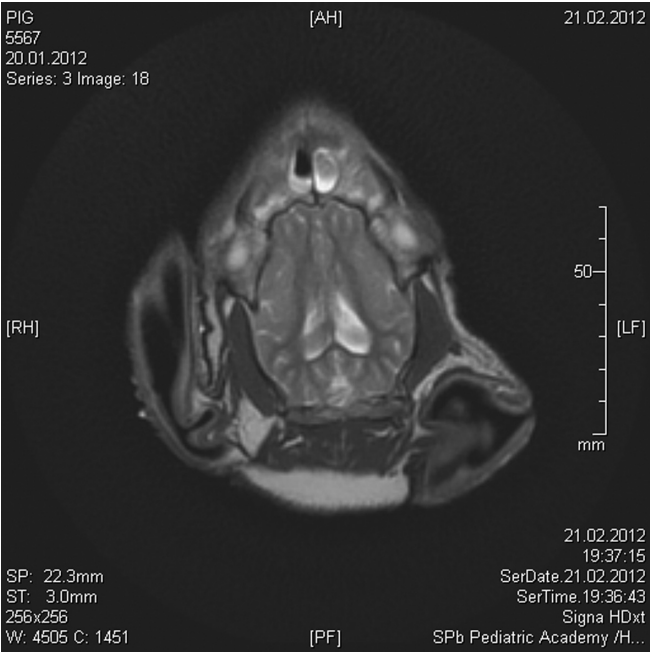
МРТ головы свиньи (поперечный срез)
